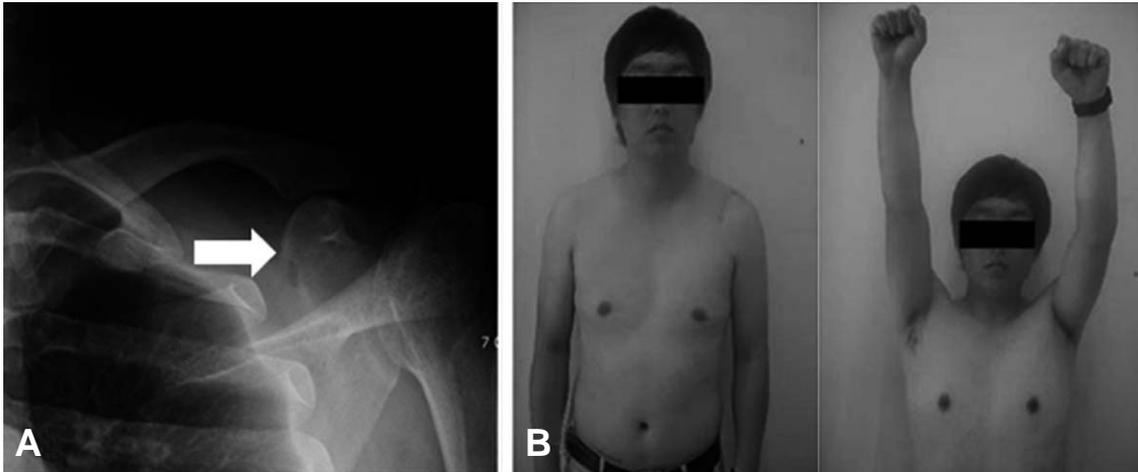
At 3 month after operation, Lt. Shoulder 30 degree tilt view radiograph shows complete union (white arrow) of coracoid process fracture (A) and range of motion shoulder was within normal range (B).
